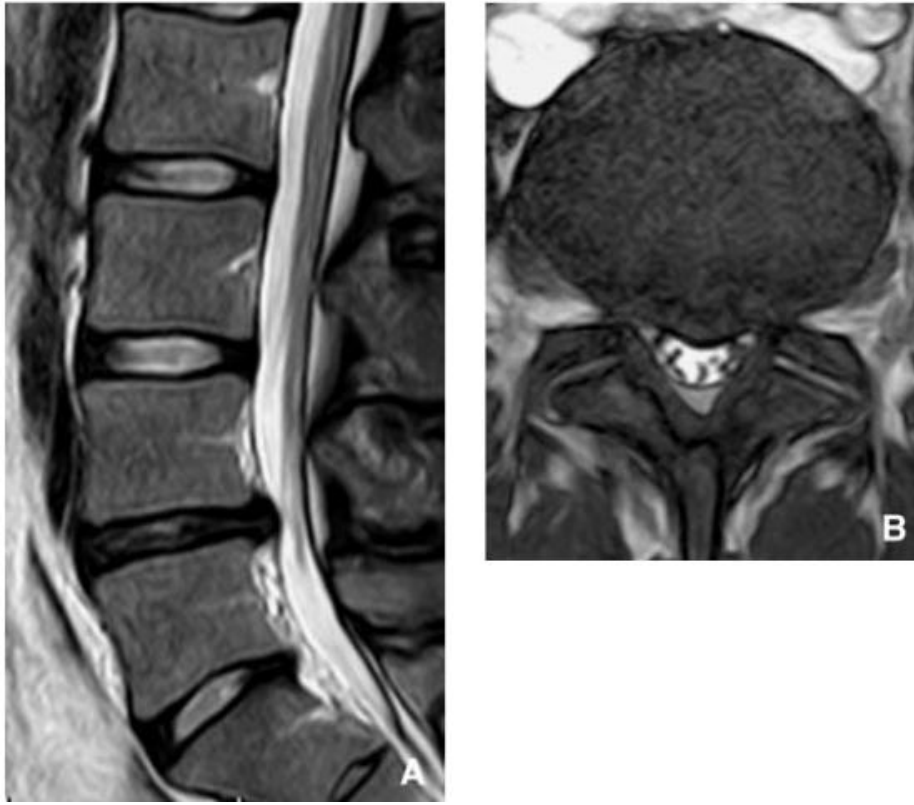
Hernie discale à base large (IRM).
